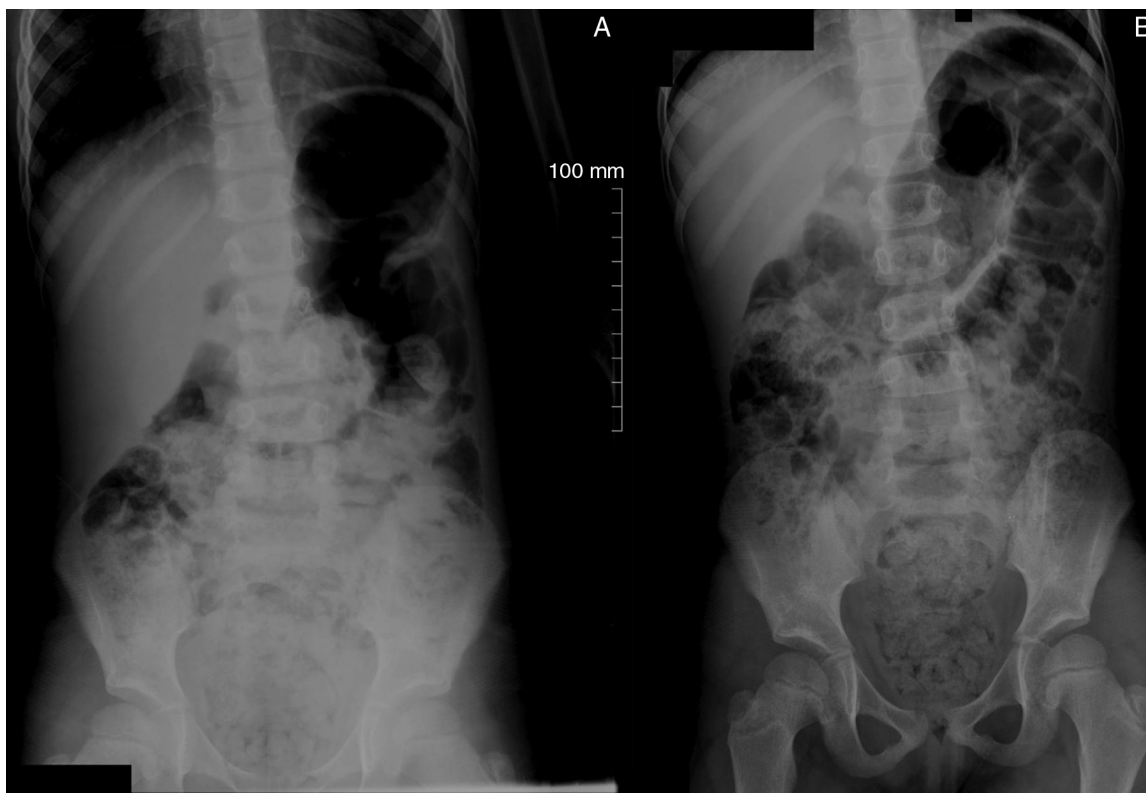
Radiografias de abdome em posição ortostática (A) e decúbito dorsal (B) em que se observa grande quantidade de fezes nos cólons ascendente e descendente, sigmoide e reto. Nota-se também dilatação do segmento reto sigmoide secundário à presença das fezes.
